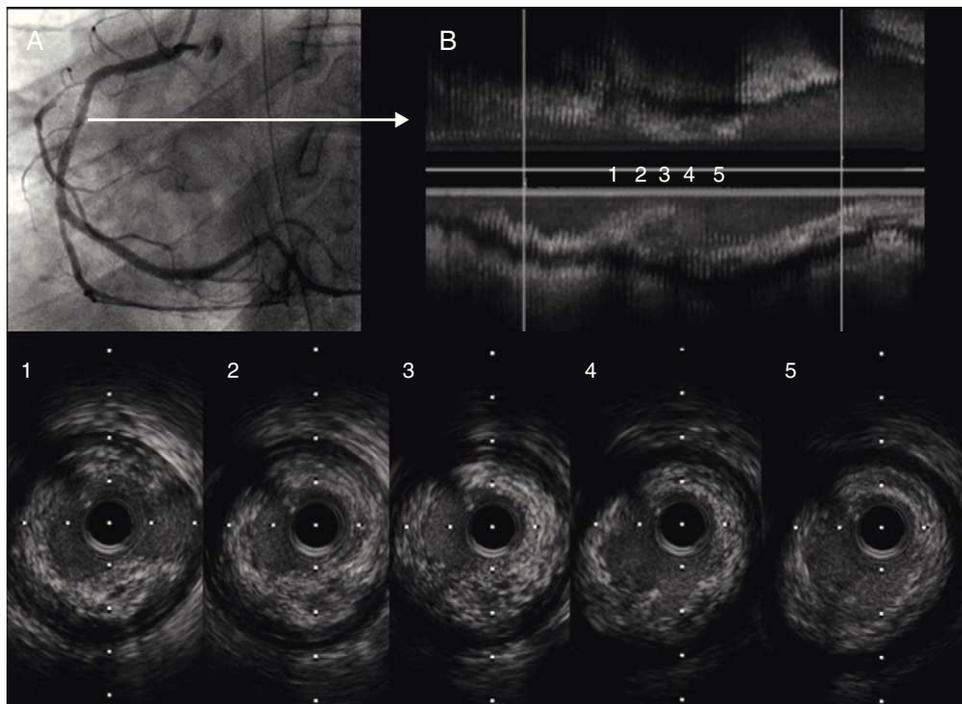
Paciente 2. A: coronariografía derecha basal. B: en el estudio por ecocardiografía intracoronaria, se muestra placa compleja ulcerada con imagen compatible con trombo.
